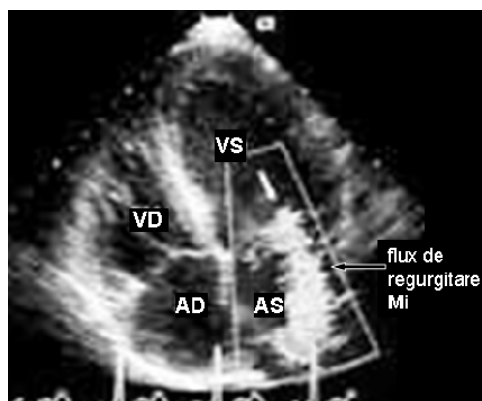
Ecocardiografie 2D, incidență apicală. Regurgitare mitrală severă.
